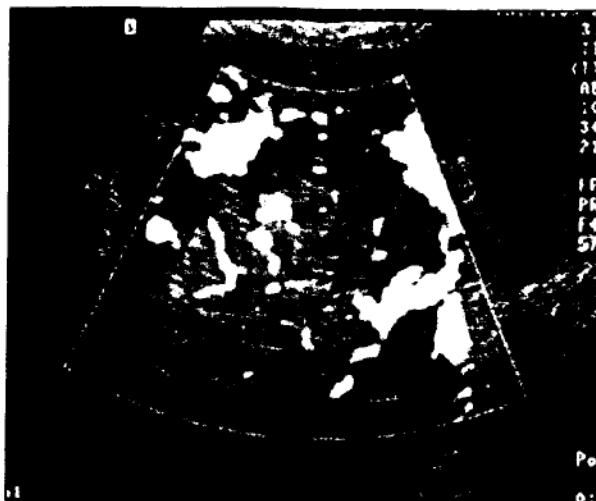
Achiziție Power-Doppler - vascularizație de tip tumoral într-un hepatocarcinom
